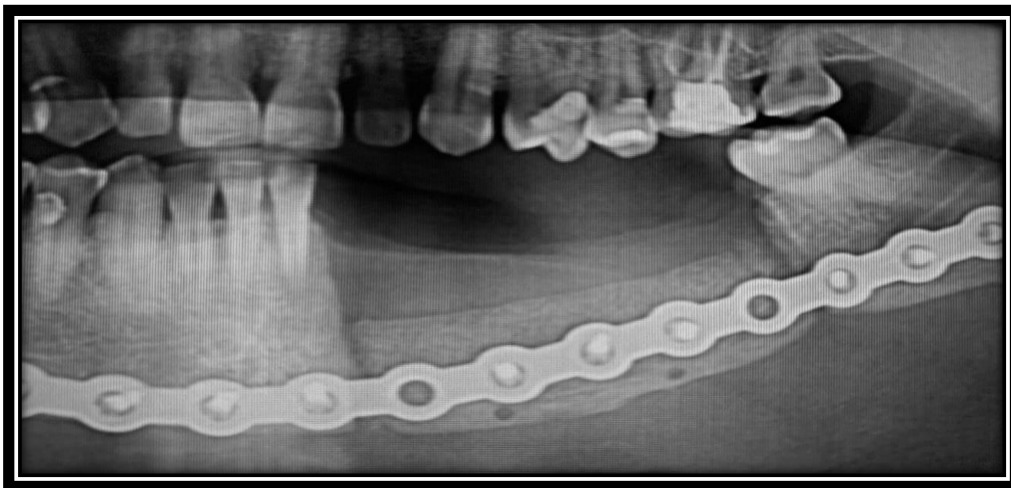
Radiografia Panorâmica após tratamento, ressecção segmentar da mandíbula com fixação de placa de titânio e enxerto
